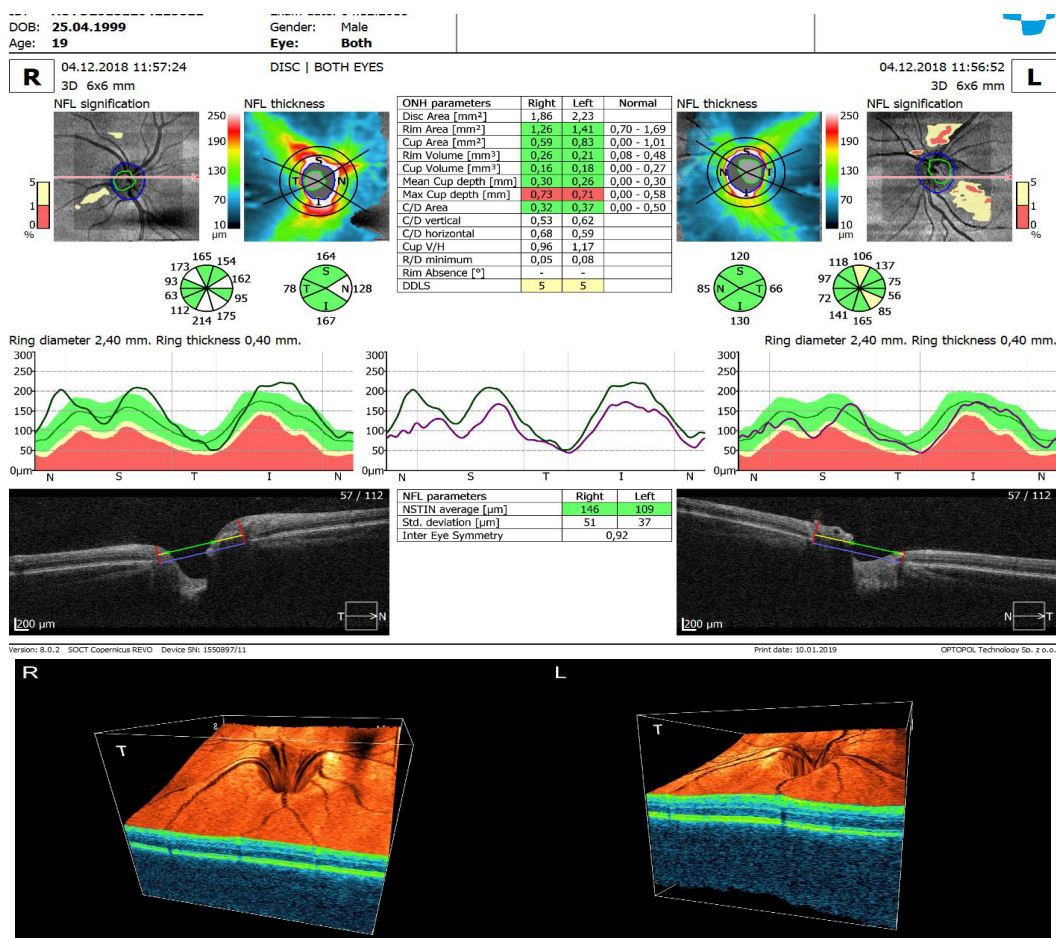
Оптическая когерентная томография диска зрительного нерва пациента С.
